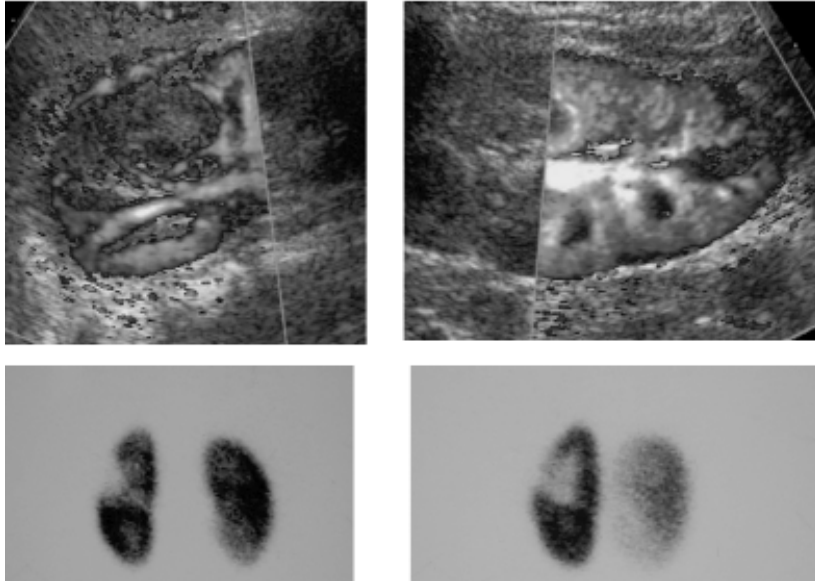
Defecto de perfusión en riñón izquierdo en Doppler y en DMSA
